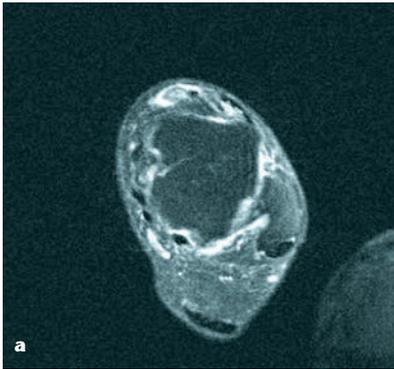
MRT-Darstellung einer Tibialis-anterior-Ruptur. Röntgendarstellung nach Anknüpfung der Ruptur
